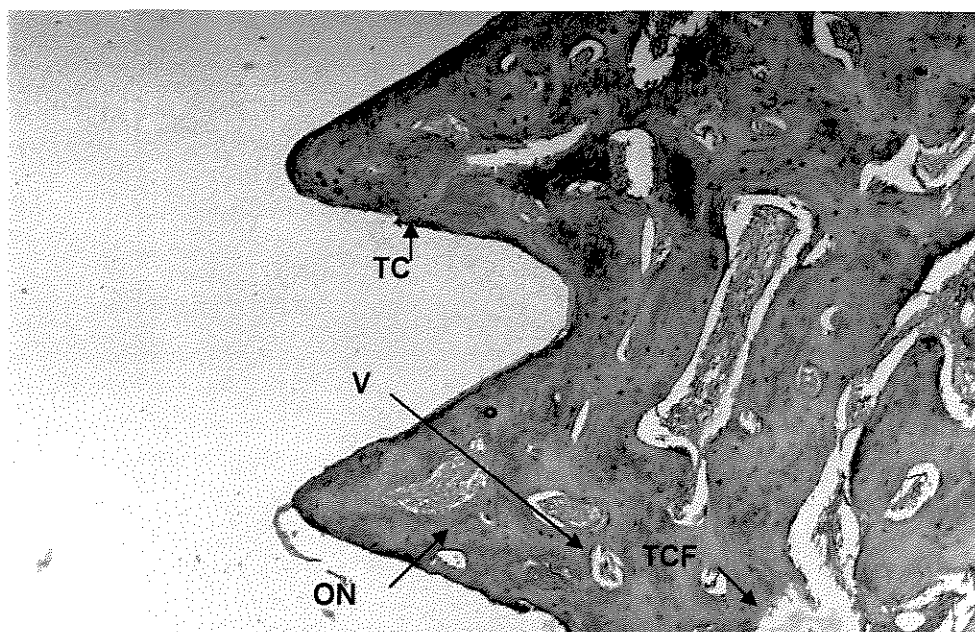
(25x) Grupo MOB - 21 dias pós-operatório. Presença de tecido ósseo neoformado (ON) contendo tecido conjuntivo frouxo (TCF) e vasos sangüíneos (V) em seu interior. Junto á interface osso implante verificamos a existência de uma delgada lâmina de tecido conjuntivo fibroso (TC).
